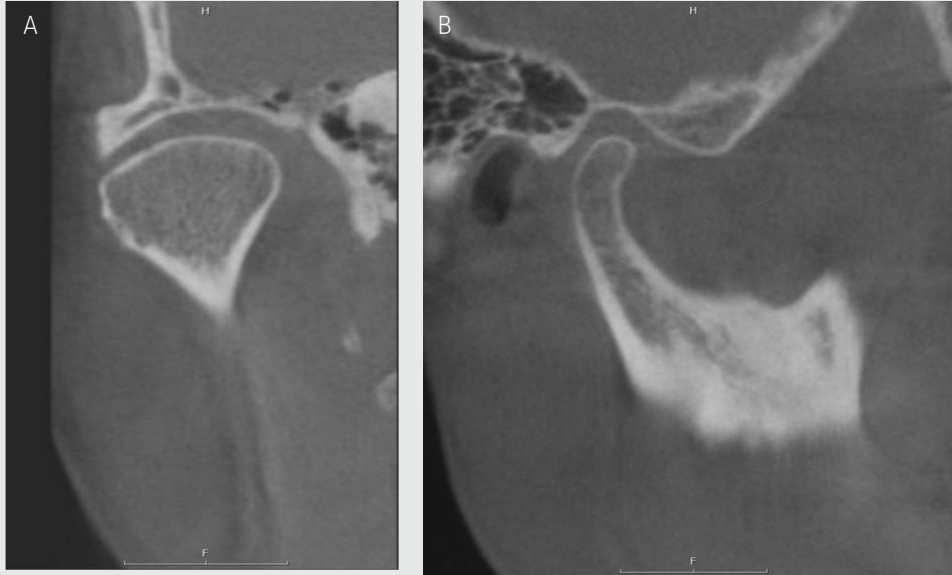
Normal CBCT imaging of temporomandibular joint (TMJ). A. Coronal view of the TMJ. B. Sagittal view of the TMJ.
